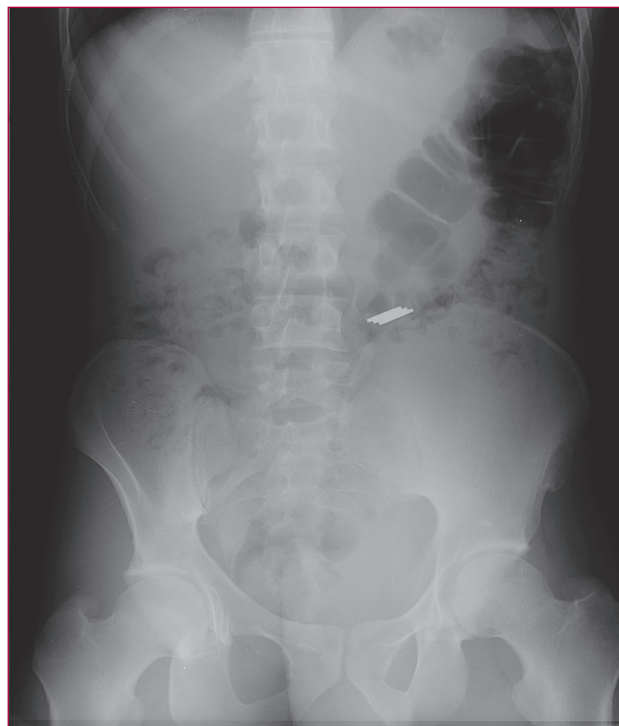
Radiographie de face montrant des pièces de monnaies ingérées par un patient adulte au passé psychiatrique. Les pièces ont franchi le pylore au moment du bilan clinique et radiologique puis ont été évacuées spontanément dans les selles sans signe clinique ou complication.
